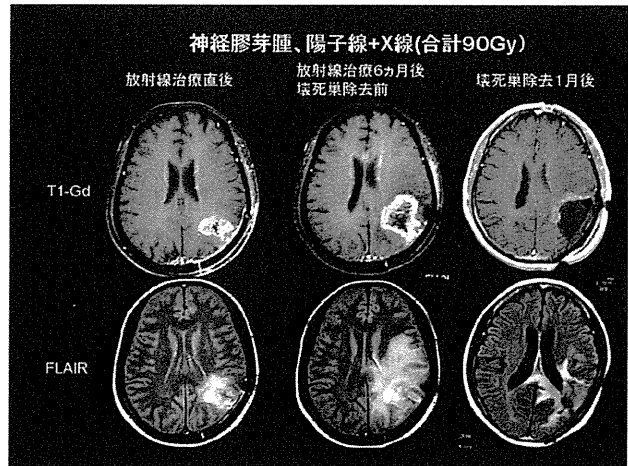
神経膠芽腫に対して陽子線とX線(合計90Gy相当)で治療後放射線壊死を呈した症例
